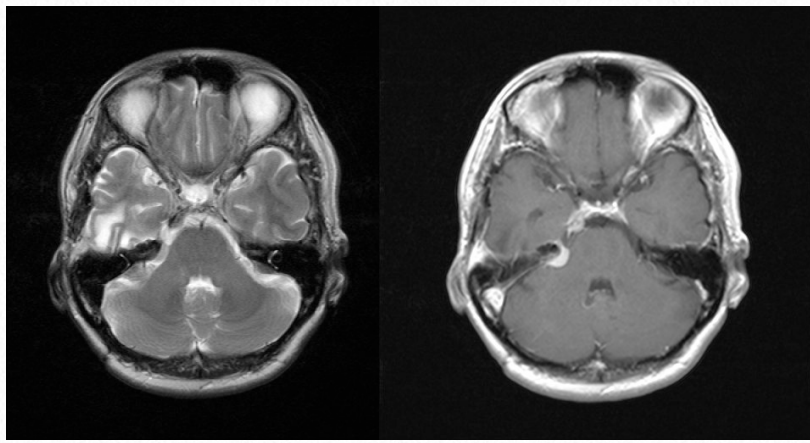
症例7・術後頭部MRI：腫瘍の内側の一部が残存した。髄液漏は起こさなかった。
